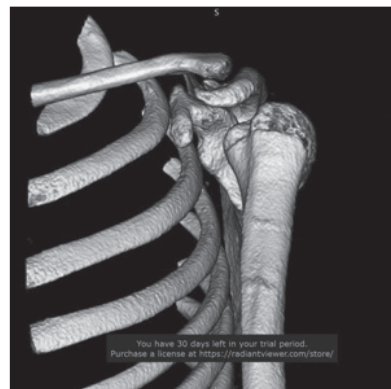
Післяопераційний КТ-відбиток плечового суглоба пацієнта С., 10 років, із АПДЕ, торсія плечової кістки
